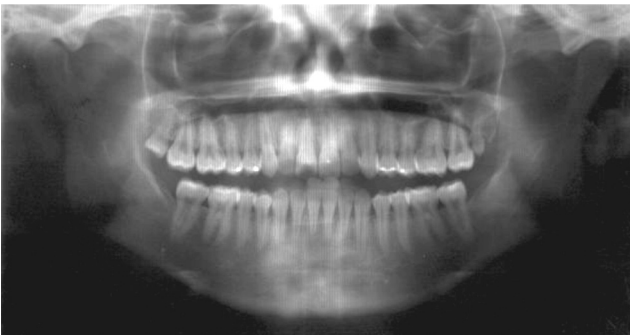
Radiografía panorámica a los 5 meses de tratamiento
